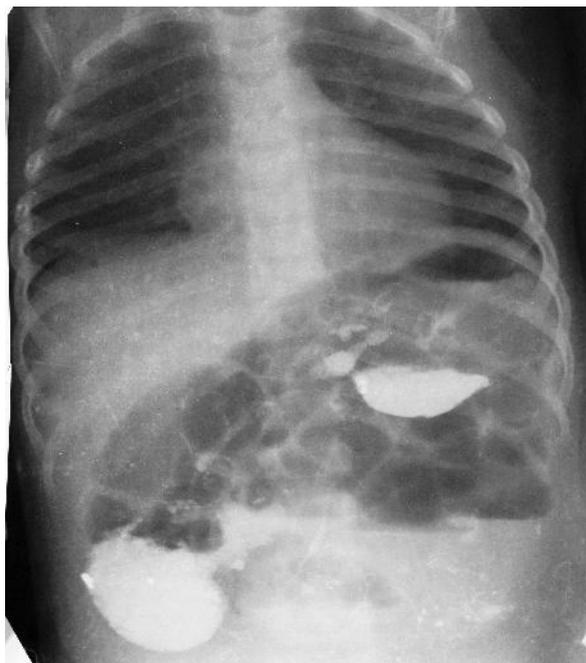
Рентгенограмма органов брюшной полости 14.04.2003 г. Больной К.
